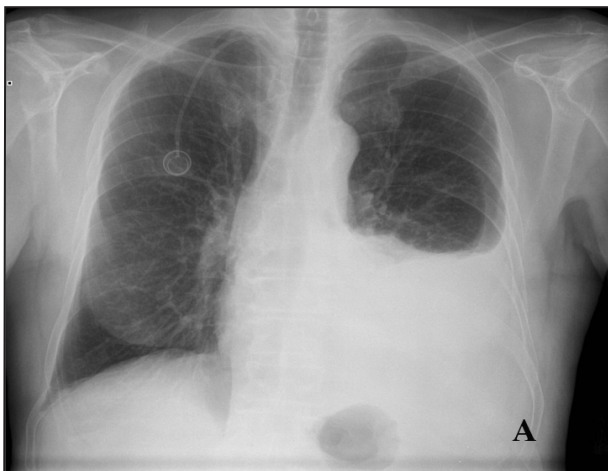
Radiographie thoracique de face typique (A) et atypique (B) d'épanchement pleural.
